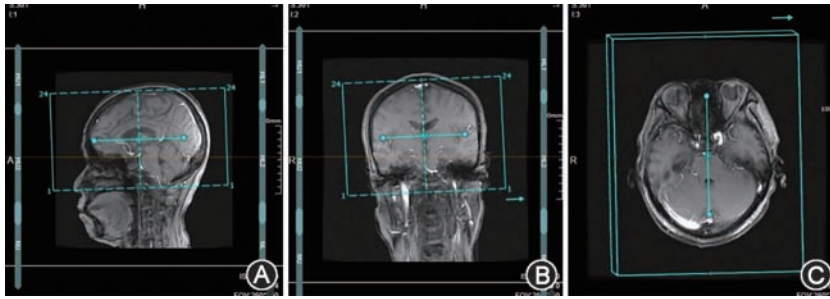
MRI不同序列扫描定位 A~C依次为矢状面、冠状面、横轴面定位像
